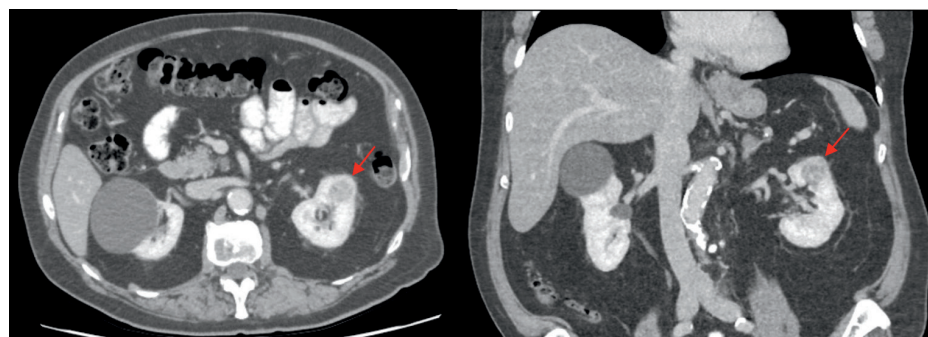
Imágenes de TAC previas al tratamiento que muestran la masa renal del polo superior izquierdo de 3,1 cm (flecha roja).
